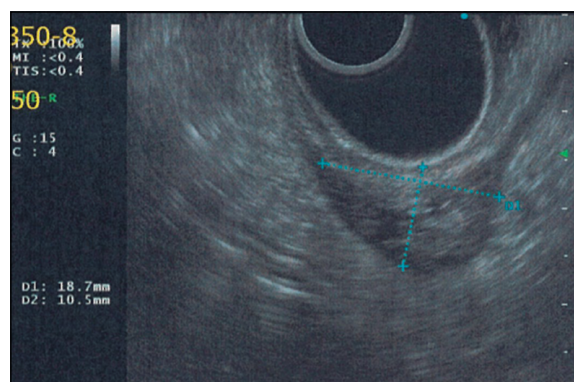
Endosonografía 2019. Lesión subepitelial de 18 x 10 cm con ducto, localizada entre la tercera y cuarta capa gástrica, compatible con Páncreas Ectópico. No se evidencian adenopatías.
